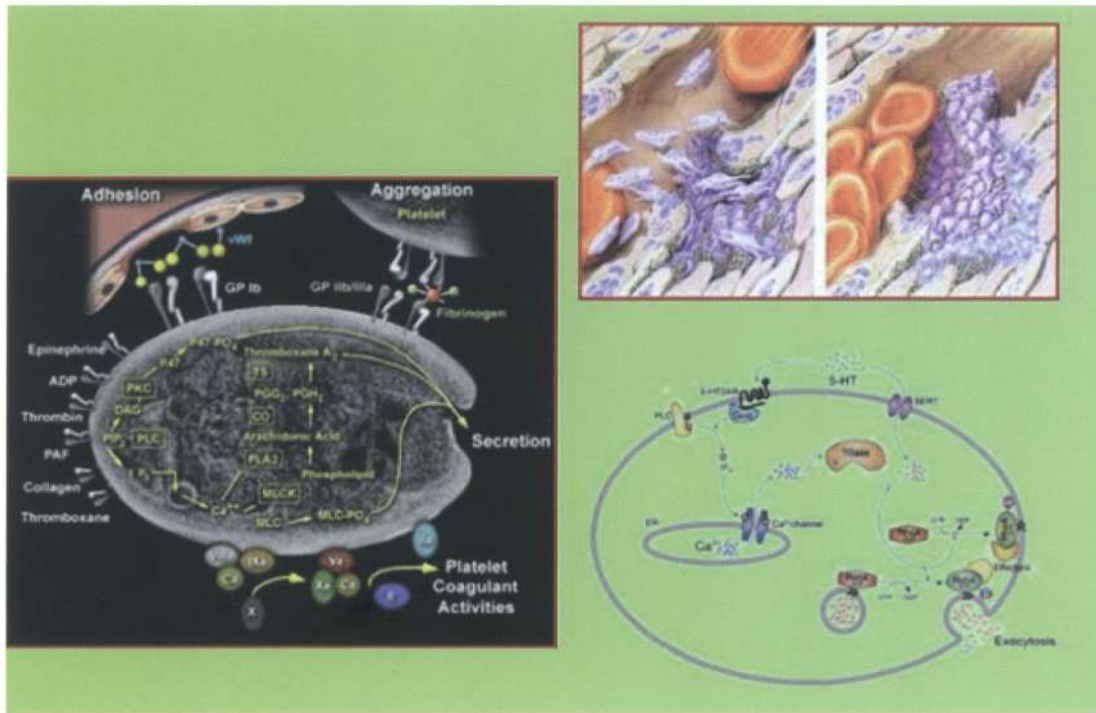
Biología de las plaquetas en resonancia con otras sustancias del plasma.
